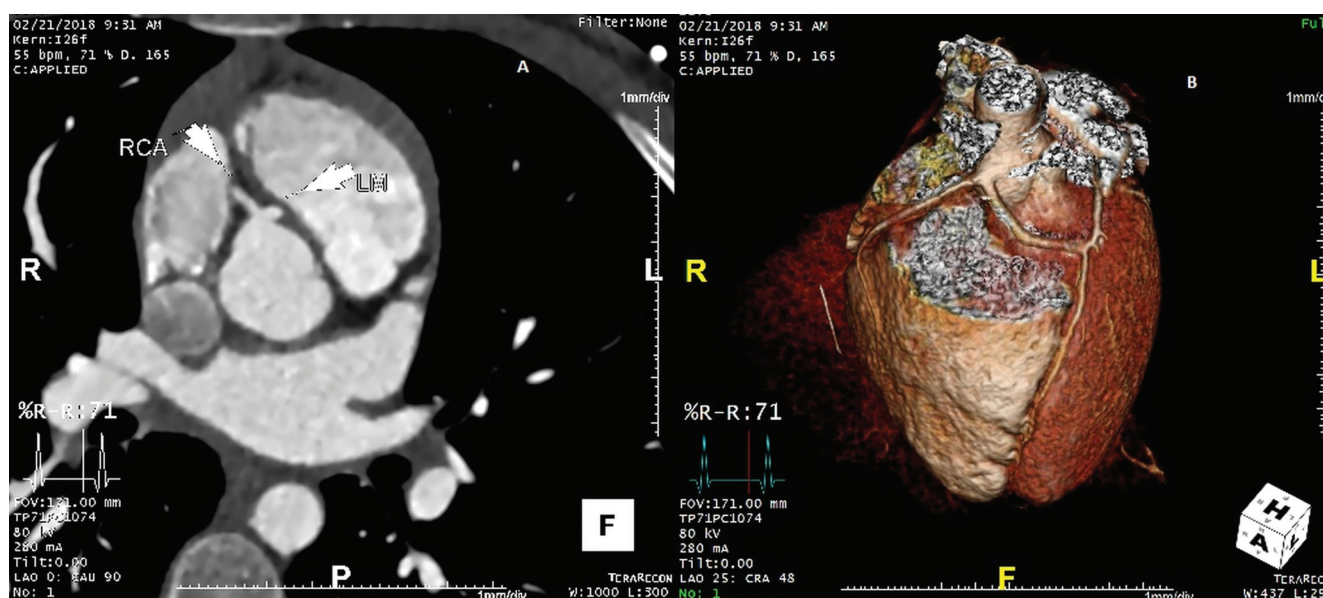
a-b: Coronary CT angiography. Origin of the LM from the right sinus of Valsalva is shown. LM: left main coronary artery, RCA: Right coronary artery (Case 10).
